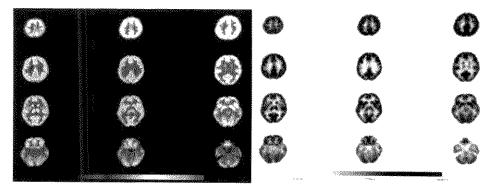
17 正常人脑<sup>15</sup> F FDG PET 显像图(横断面)
